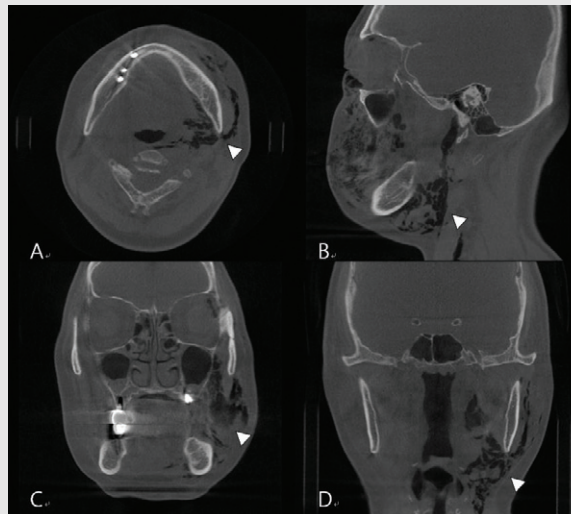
Cone Beam Computed Tomography(CBCT) shows extensive air bubbles on the left orbital, periorbital, infratemporal, buccal, peri-masseteric, submandibular, parapharyngeal and retropharyngeal space in axial(A), sagittal(B), coronal(C,D) view. (White Arrow : Air bubble)
